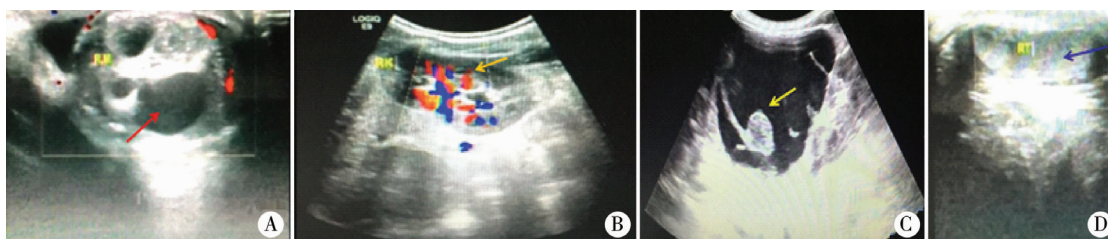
左侧腹膜后及阴囊右侧睾丸术前、术后超声检查声像图
